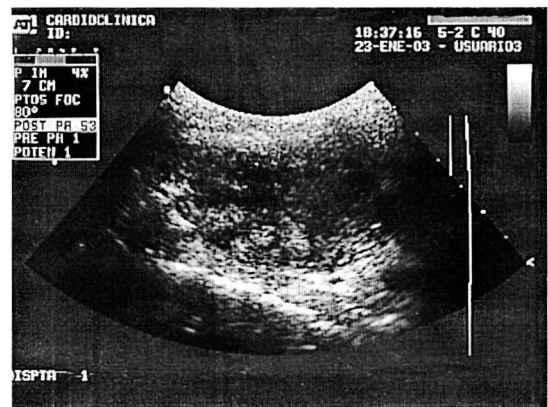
Ecografía de cuello. En la imagen superior se ve el agrandamiento difuso del lóbulo izquierdo, en la imagen inferior se destaca la presencia de múltiples nódulos en el lóbulo derecho.
